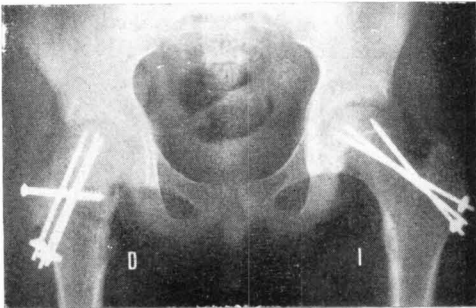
Radiografía a los tres meses de la intervención mostrando la corrección obtenida. La osteotomía está próxima al cierre y la interlínea articular no presenta anomalías. La cadera izquierda fue intervenida de epifisiodesis extraarticular con *pins* de Moore.
